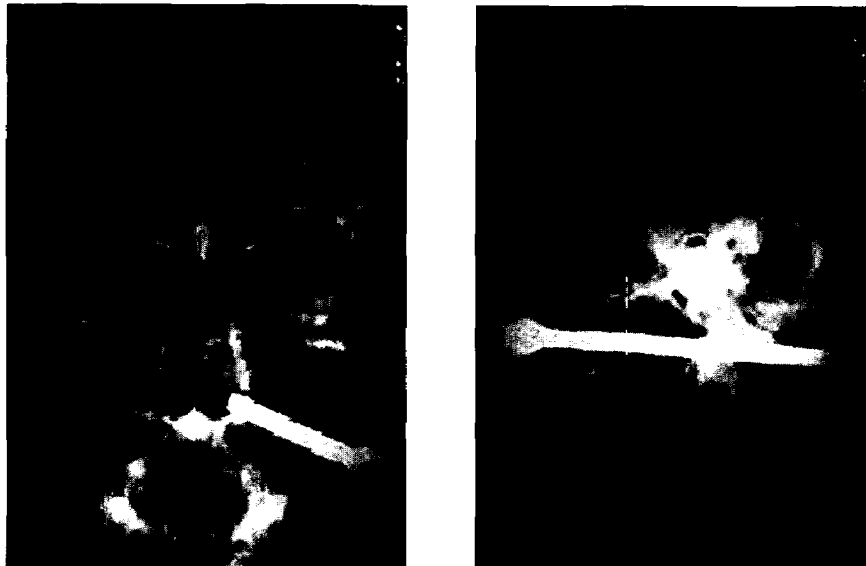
Lateral and anteroposterior radiographs of the skull demonstrating large foreign body penetrating into face and neck.
